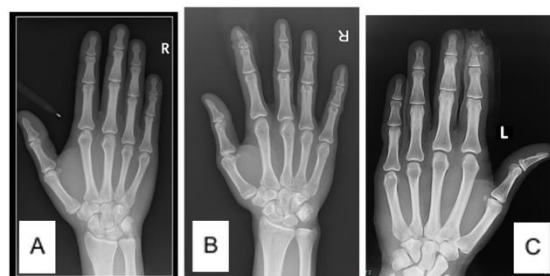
Comparison between figure A represents normal manus x-ray, figure B is from this case, figure C is from open distal phalanx fracture reference.
